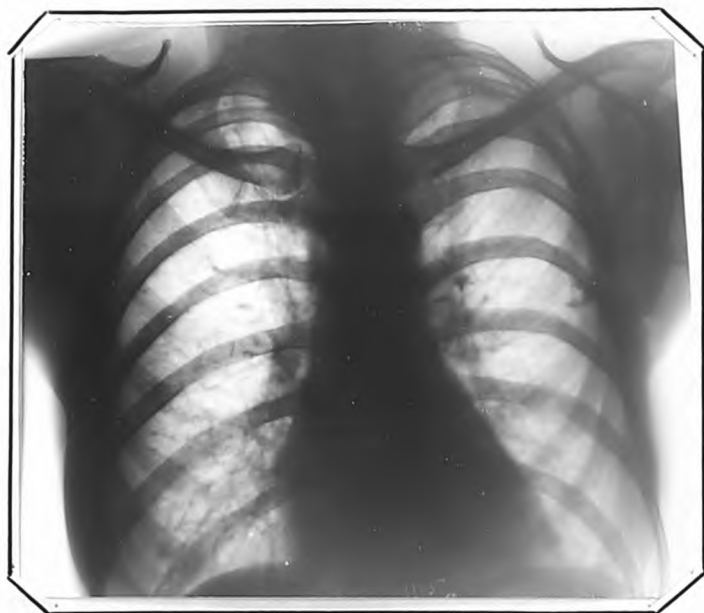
Рентгенограмма больной А. от 24.VI.1960 г.
